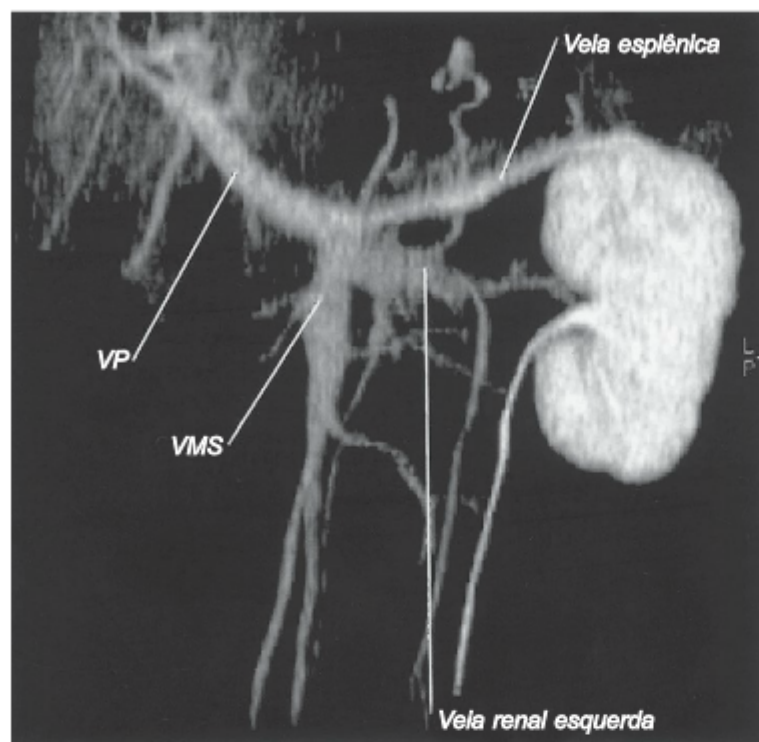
Reconstrução tridimensional de um angiograma de tomografia computadorizada. A veia porta (VP), a veia mesentérica superior (VMS), a veia esplênica e a veia renal esquerda são claramente demonstradas. A pronta disponibilidade desses scans reduziu a necessidade de técnicas mais invasivas, como a angiografia visceral.
